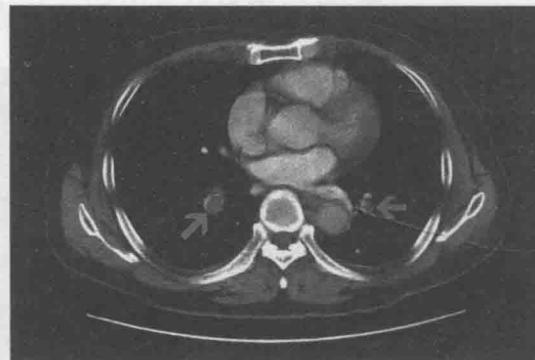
肺动脉 CTA 示：右肺动脉主干与右上、中、下肺动脉及左上、下肺动脉肺栓塞
